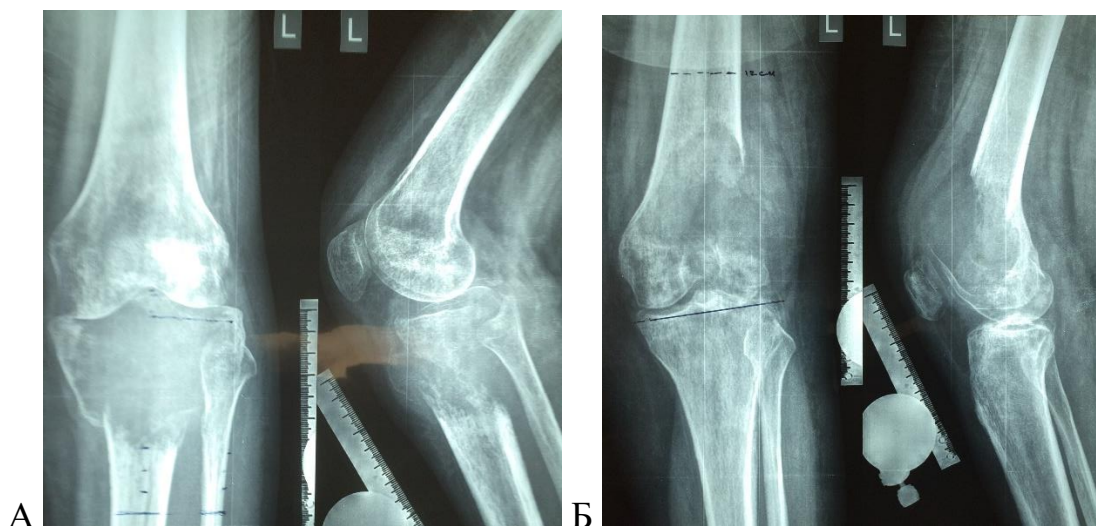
Рентгенограммы пациентов с ГКО коленного сустава в прямой и боковой проекциях: А –опухолевое поражение проксимального отдела большеберцовой кости; Б – опухолевое поражение дистального отдела бедренной кости
